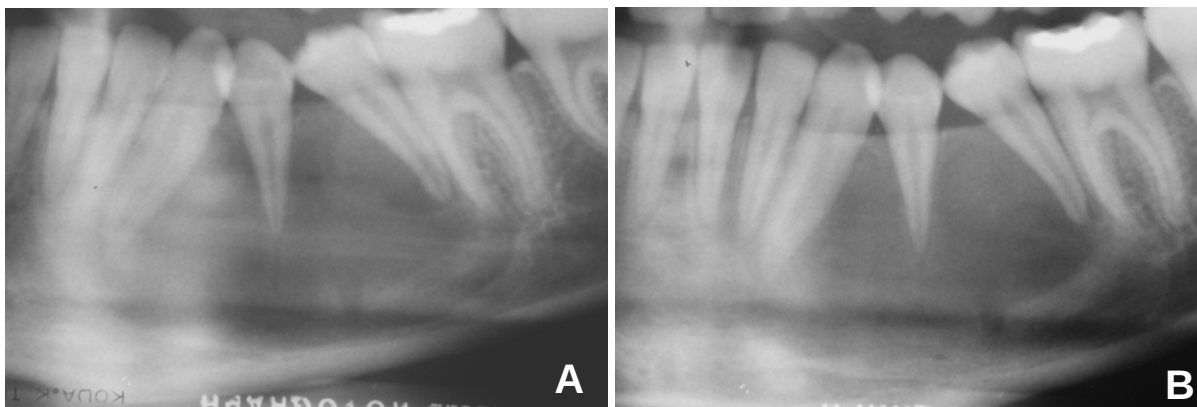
Radiografias panorâmicas realizadas 50 dias (A) e 3 meses (B) após a descompressão mostram redução gradual do tumor mandibular. Vitalidade dos dentes envolvidos com o ameloblastoma foi acompanhada durante todo o tratamento e sempre se mostrou positiva.
